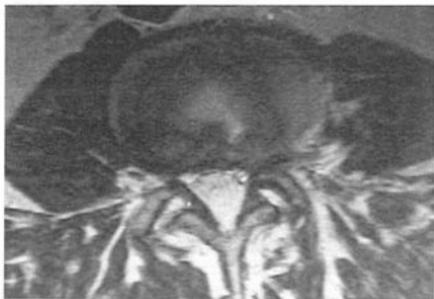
a) Imagen de resonancia magnética nuclear en T2 con proyección sagital la cual demuestra claramente la presencia de dos lipomas epidurales comprimiendo dorsalmente el saco dural en los niveles L3-L4 y L4-L5. Obsérvese cómo el borde superior de la lámina de L4 separa ambas lesiones y se denota claramente la interfase dural. b) Mismo caso ahora en cortes axiales a nivel L3-L4 corroborando la naturaleza grasa de la lesión ocupando la porción dorsal del canal espinal con una ligera extensión lateral izquierda.
